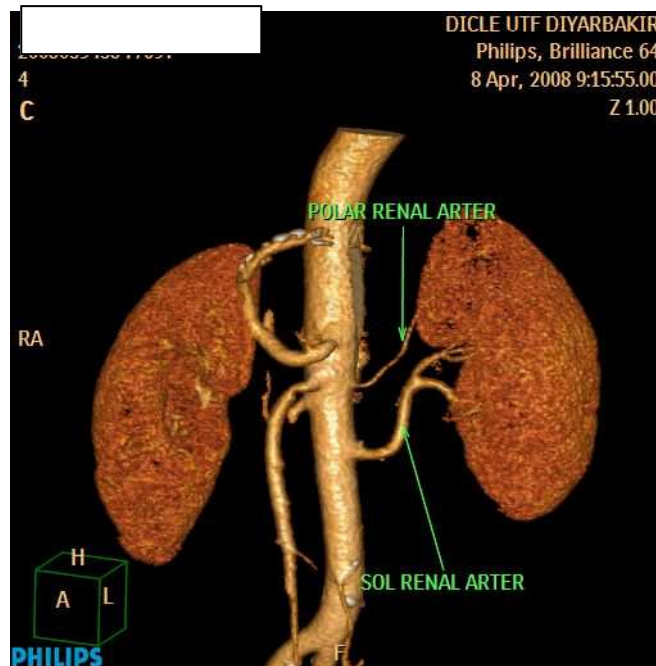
ÇKBT anjiyografide Sağ polar renal arter olgusu :
